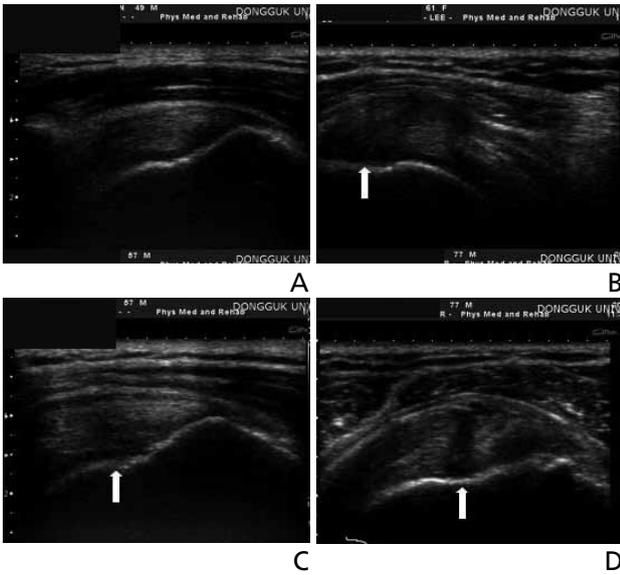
Ultrasonography findings in rotator cuff diseases. (A) Normal ultrasonography findings of supraspinatus tendon. Long axis view shows the hyperechoic fibrillar pattern in supraspinatus tendon. (B) Tendinosis of supraspinatus tendon. The long axis view shows diffuse swelling and hypoechoic lesion in the insertion site of supraspinatus tendon (arrow). (C) Partial thickness tear of supraspinatus tendon (articular-side). Long axis view shows focal hypoechoic lesion with loss of fibrillar pattern in articular-side of supraspinatus tendon (arrow), which is filling defect. (D) Full thickness tear of supraspinatus tendon. Long axis view shows linear fluid filled defect (arrow) throughout the articular side to bursa side of supraspinatus tendon.
